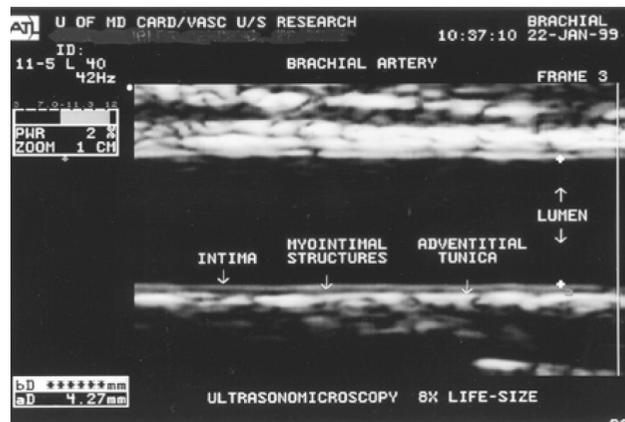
Эхокардиограмма при измерении КИМ
